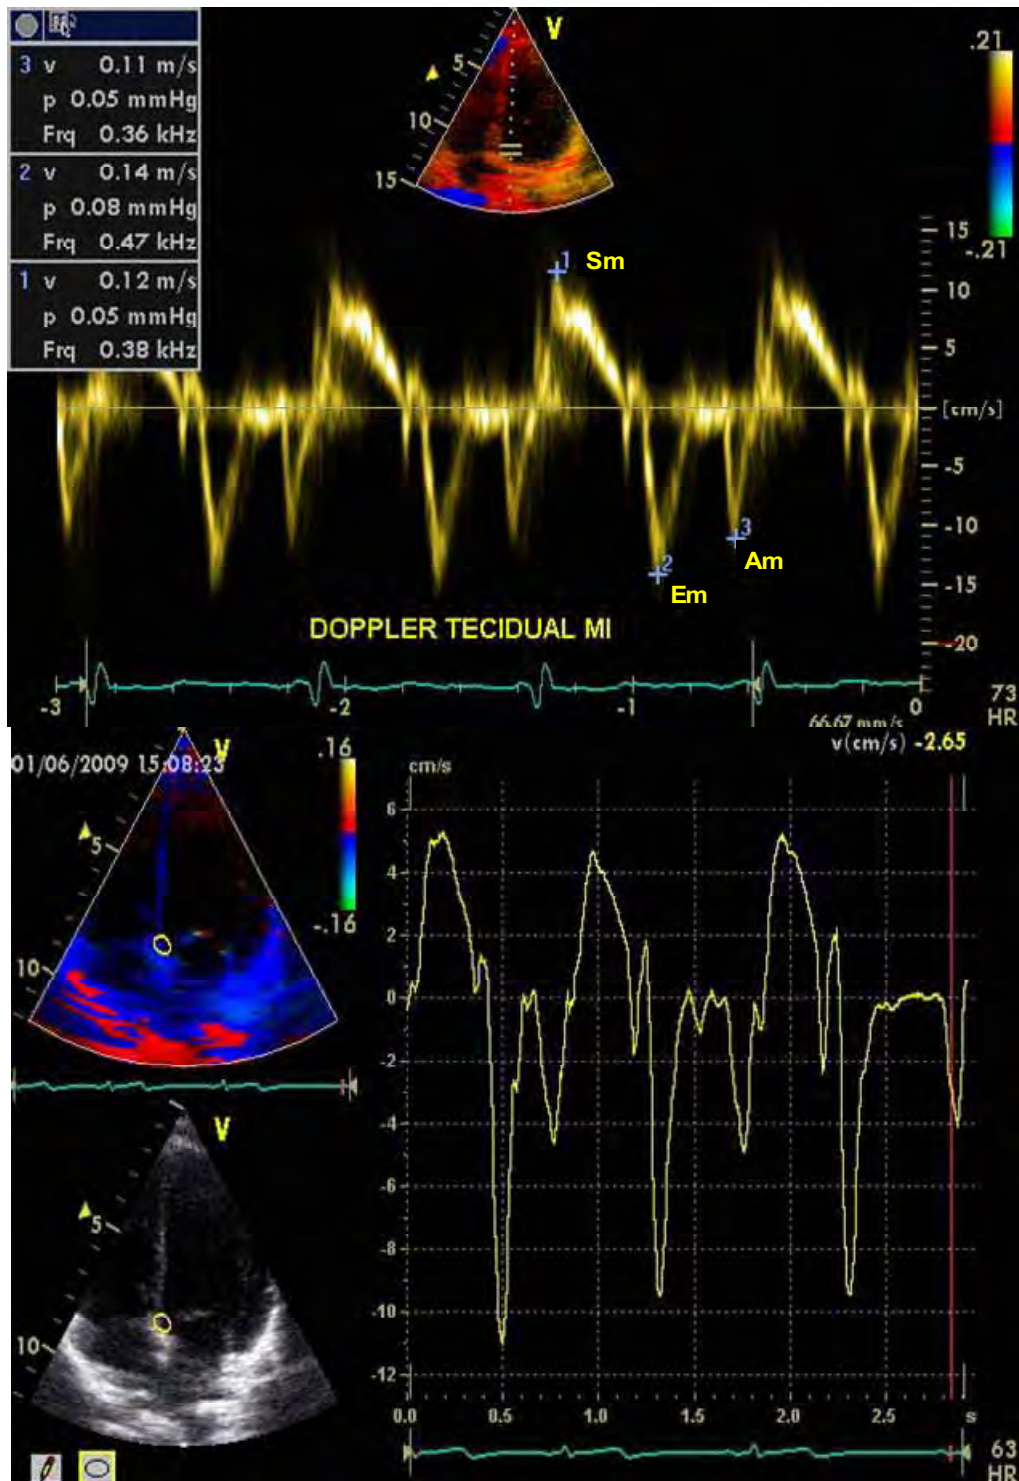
Curvas obtidas pelo Doppler tissular na região basal-septal do anel valvar mitral. Sm: velocidade máxima de deslocamento sistólico; Em: velocidade máxima de deslocamento diastólico precoce; Am: velocidade máxima de deslocamento diastólico tardio.
